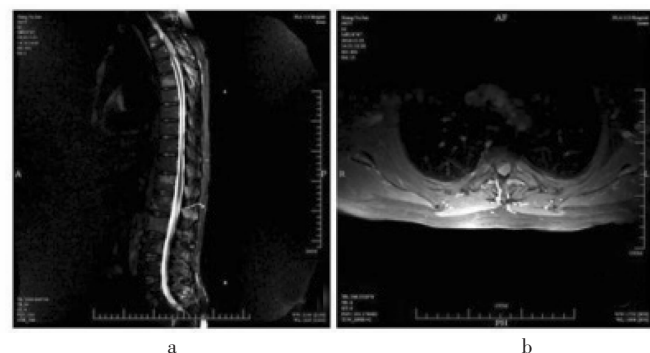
Thoracolumbar enhanced magnetic resonance of case 3
